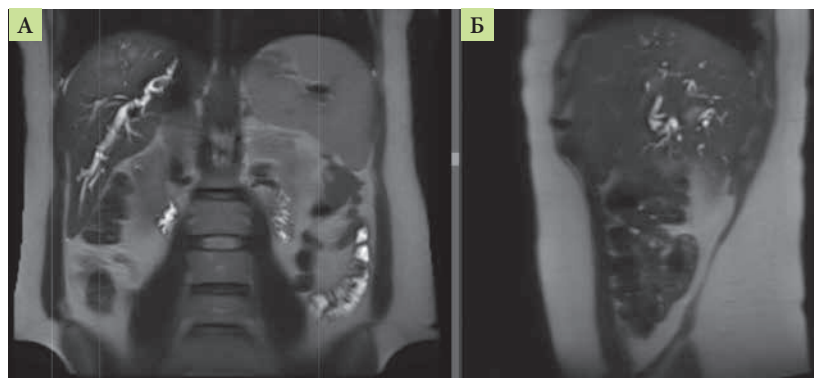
Магнитно-резонансная томография брюшной полости, T2-взвешенные изображения: А – фронтальная плоскость; В – сагиттальная плоскость. Определяется расширение внутрипеченочных желчных протоков печени с наличием мелких гипоинтенсивных включений в протоках
